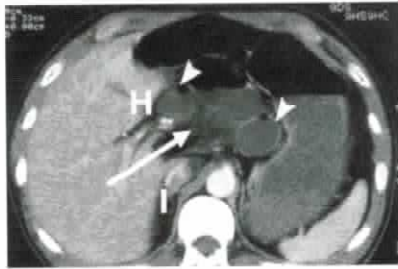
Hérnia através do forame de Winslow - tomografia computadorizada com contraste mostrando um agrupamento de alças de intestino delgado dilatadas (pontas das setas)
